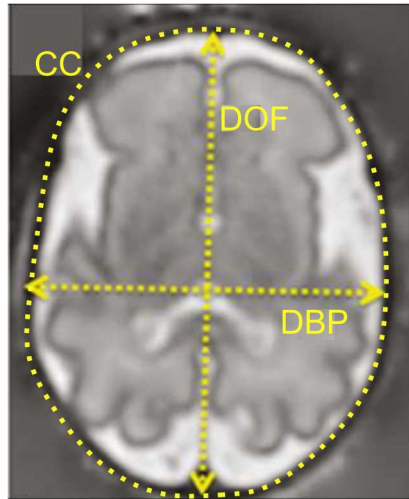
Exemplo de imagem de ressonância magnética (IRM) fetal com indicação dos parâmetros biométricos cerebrais: diâmetro biparietal (DBP), diâmetro occipitofrontal (DOF) e circunferência cefálica (CC). Adaptado de Oliveira et al. (2021).
